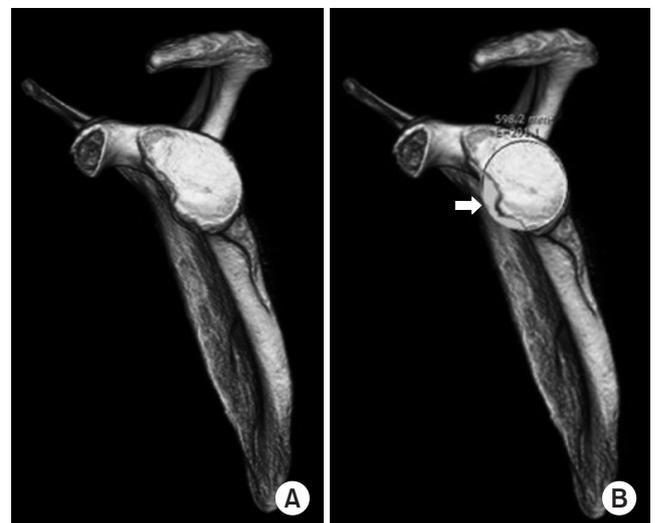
Glenoid fracture (A) was shown and glenoid bone defect (B) was evaluated based on 3-dimensional reconstruction of shoulder computed tomography (arrow: percentage of glenoid defect).
